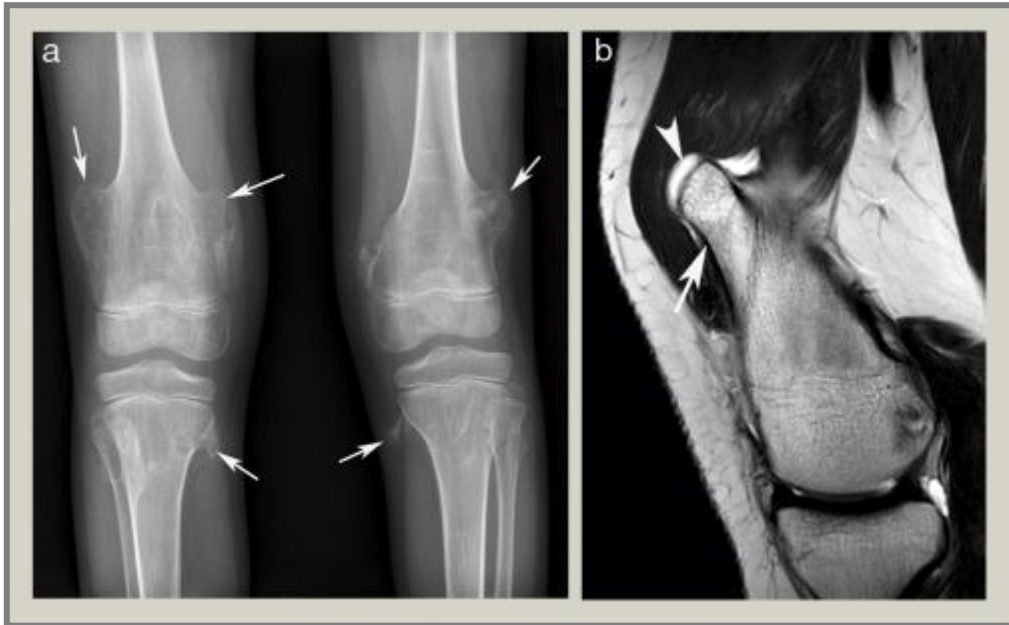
Radiographie antéro-postérieure des genoux montrant de multiples ostéochondromes (flèches) chez un patient atteint d'aclasie diaphysaire. (b) : IRM sagittale du genou pondérée en T2 montrant un ostéochondrome fémoral distal (flèche) avec une fine coiffe.(Perera et al. 2017).
